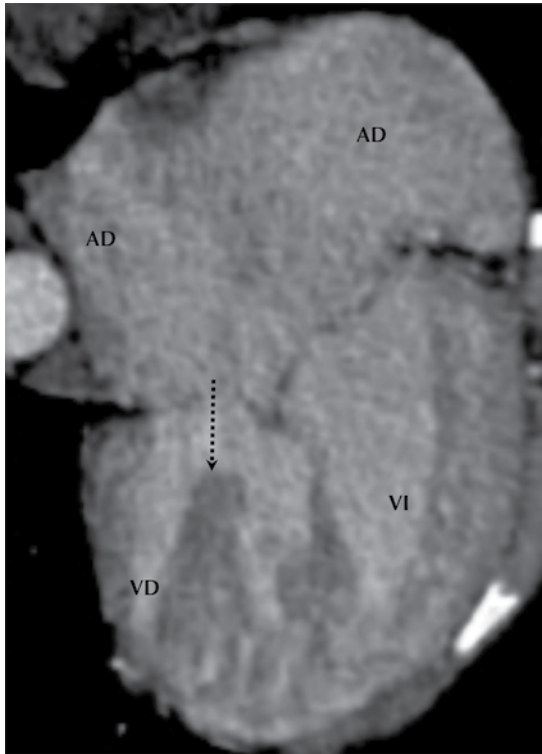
Tomografía cardiaca, cuatro cámaras: la valva derecha de la válvula auriculoventricular común cabalga sobre el *septum* interventricular.
